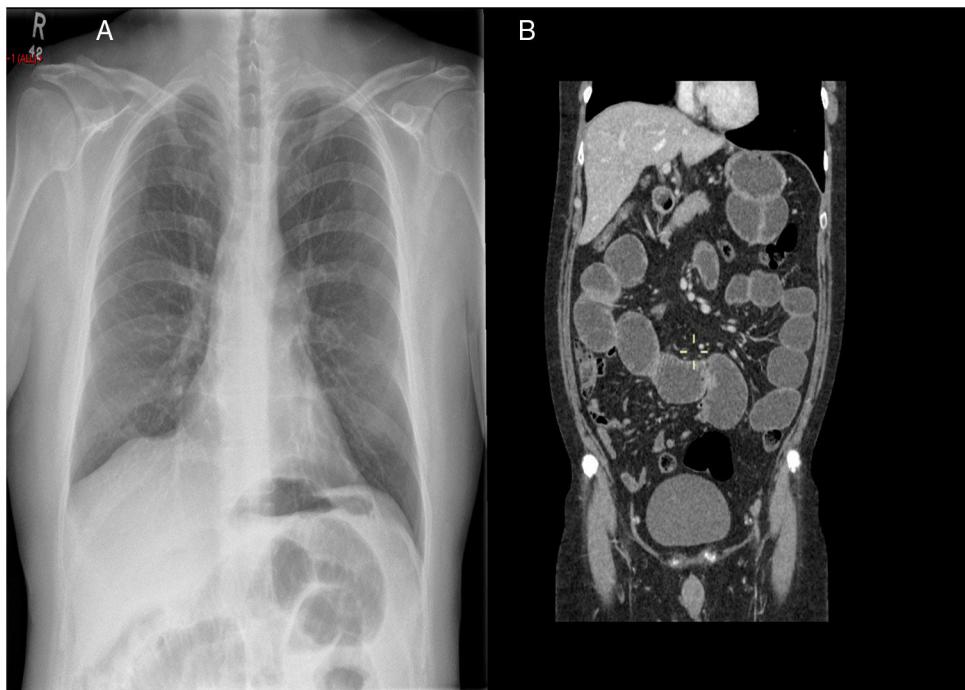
En el panel A se demuestra en la radiografía de tórax la presencia de asas dilatadas de intestino delgado. En el panel B se representa la tomografía computarizada abdominal con contraste que confirma el diagnóstico.
